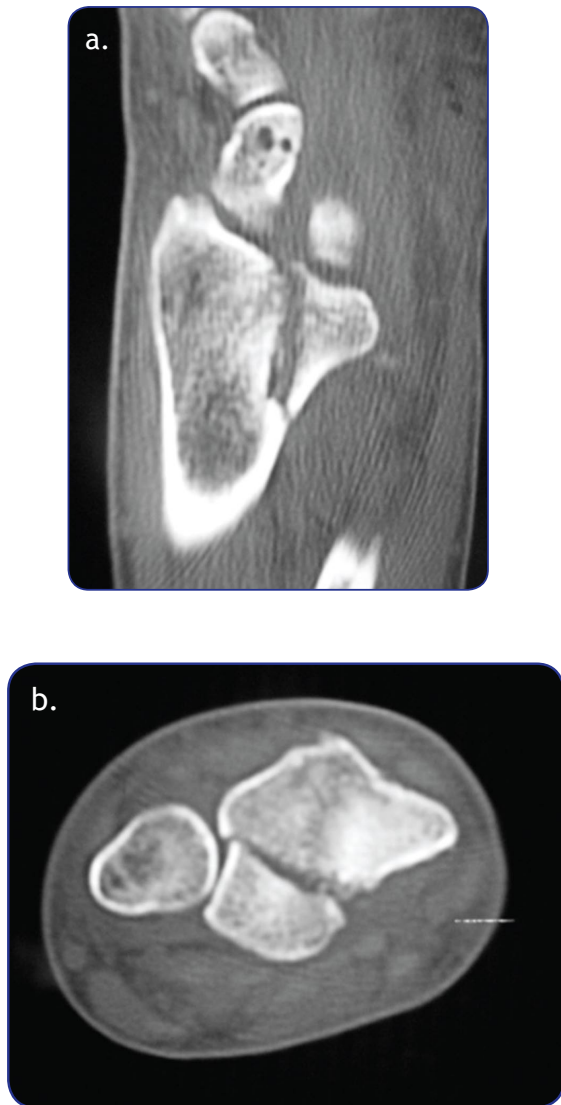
TC de la figura 1 demostrando compromiso intra-articular.
